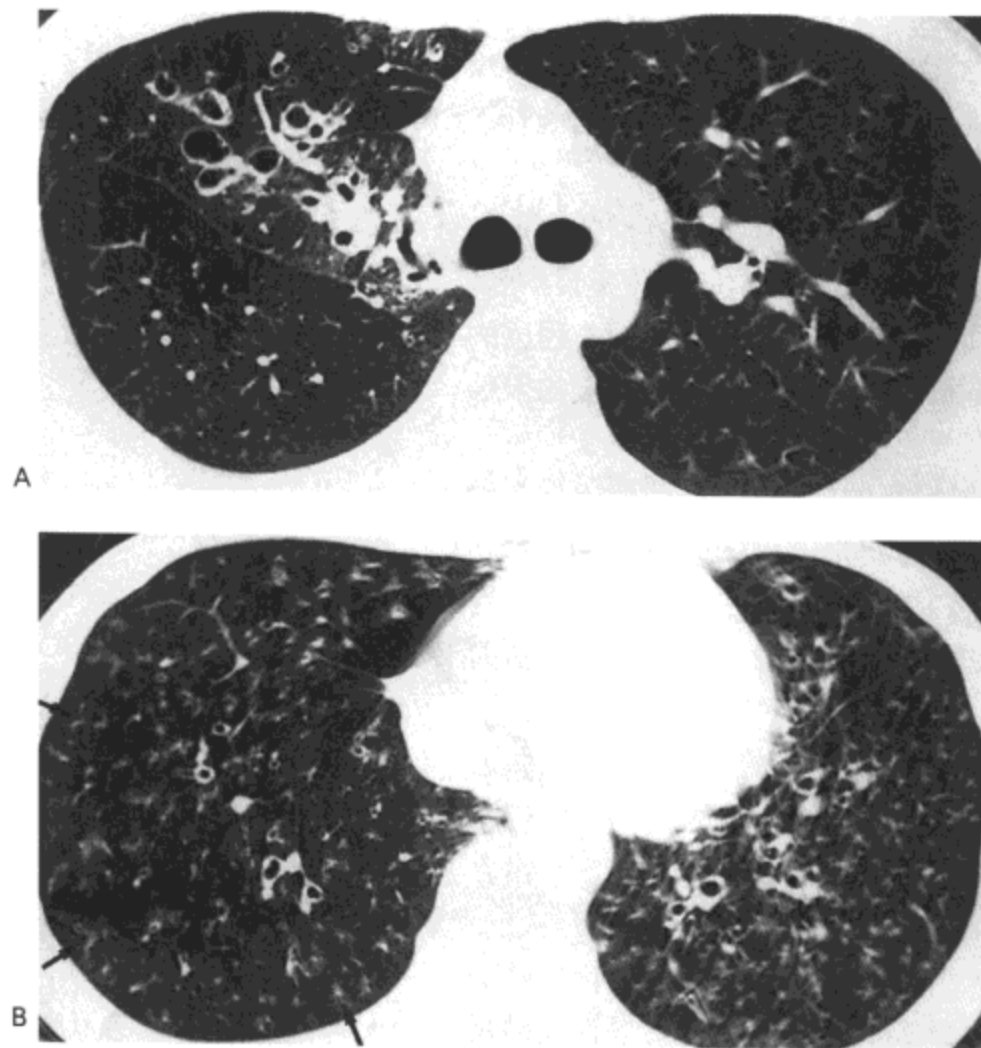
支气管扩张。A：主支气管水平高分辨率 CT 影像（1mm 层厚）示右肺上叶支气管扩张。一些磨砂玻璃影也很明显，可能代表吸入的血液（病人临床有咯血）。B：基底段水平高分辨率 CT 影像示支气管扩张与小叶中心性结节及分枝状线样结构（箭号）代表支气管炎和 / 或充满黏液的扩张支气管。病人男，28 岁，患纤毛运动障碍。
